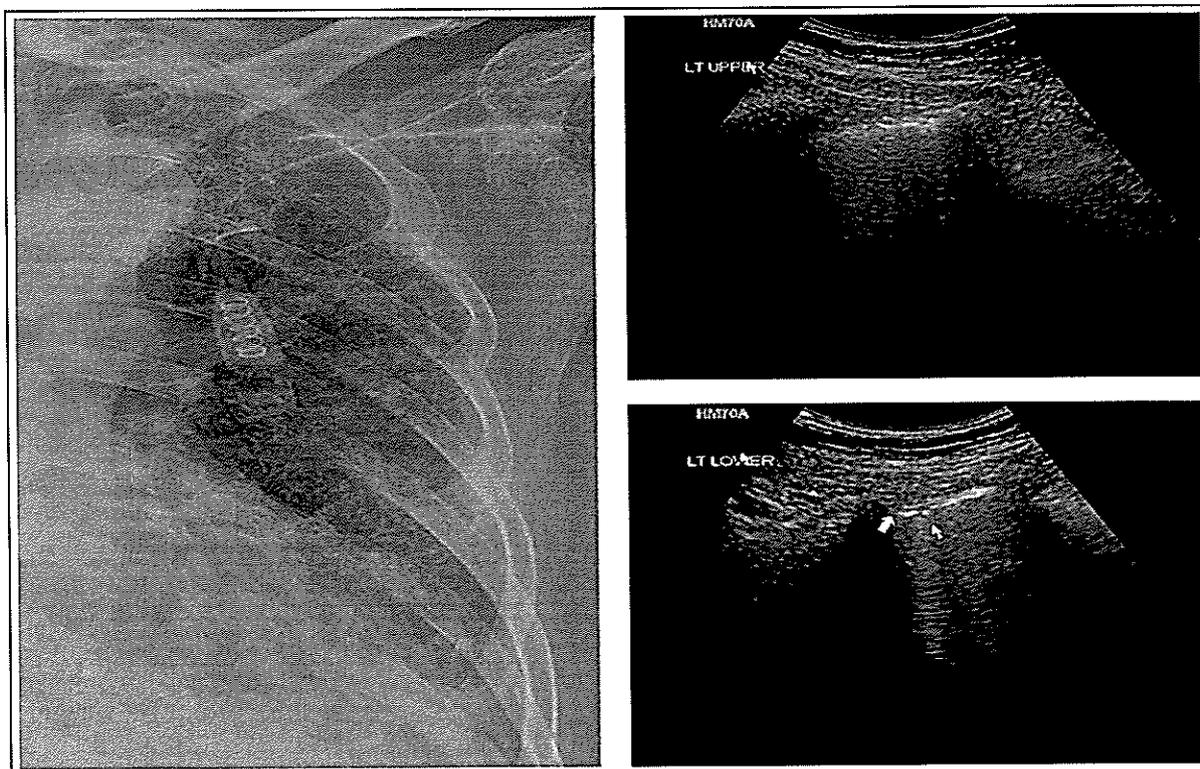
УЗИ показывает отсутствие А-линий и В-линий в верхних отделах легких, но обнаруживает В-линии с утолщением и неровностью плевры в нижних отделах легких (стрелка)
